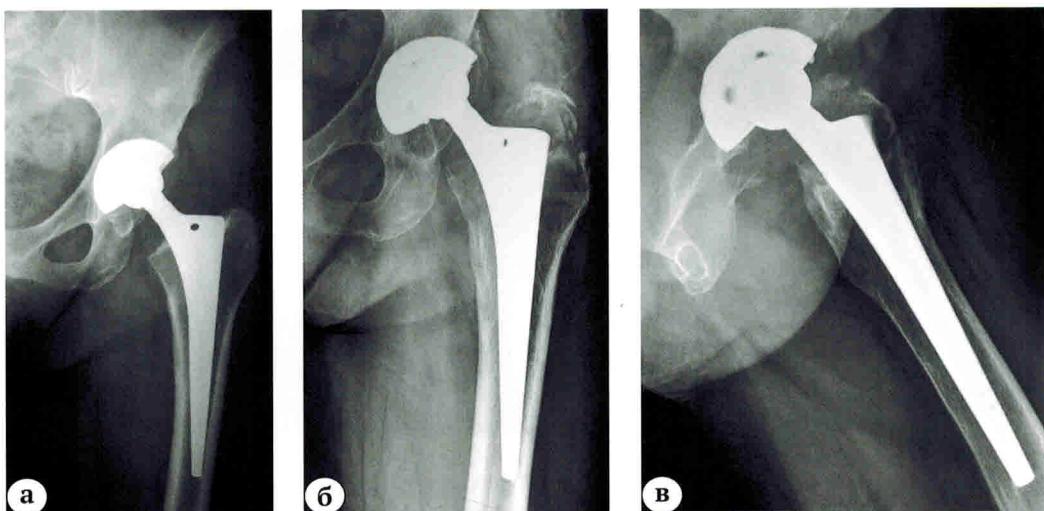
Рентгенограммы пациентки 61 года после эндопротезирования левого ТБС по поводу диспластического коксартроза (а); через 11 лет после эндопротезирования — выраженный износ полиэтилена вертлужного компонента, остеолиз и перелом большого вертела, умеренный болевой синдром (б, в)
